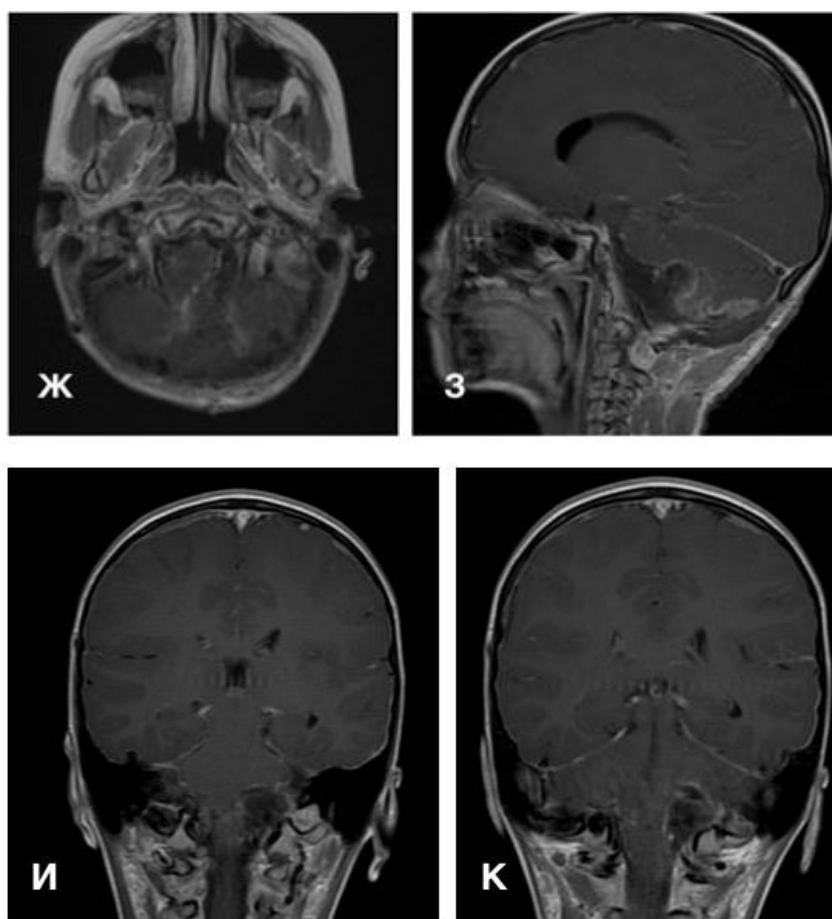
Контрольная МРТ пациента М., выполненная через 4 дня после операции. Ж – T1+Gad аксиальная МРТ; З – T1+Gad сагиттальная МРТ; К – T1+Gad коронарная МРТ
